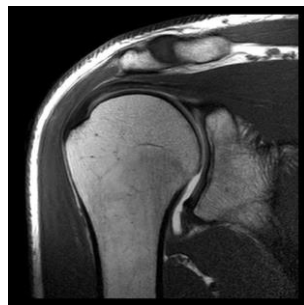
Exemplo de um exame à articulação glenoumeral realizado numa RM [36].
